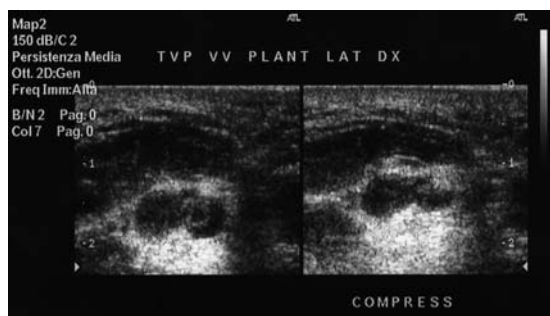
Trombosi plantari visibili all'ecocolordoppler in B-mode (asse corto). Durante la compressione (immagine di destra) una vena risulta completamente non comprimibile mentre l'altra lo è solo parzialmente.
